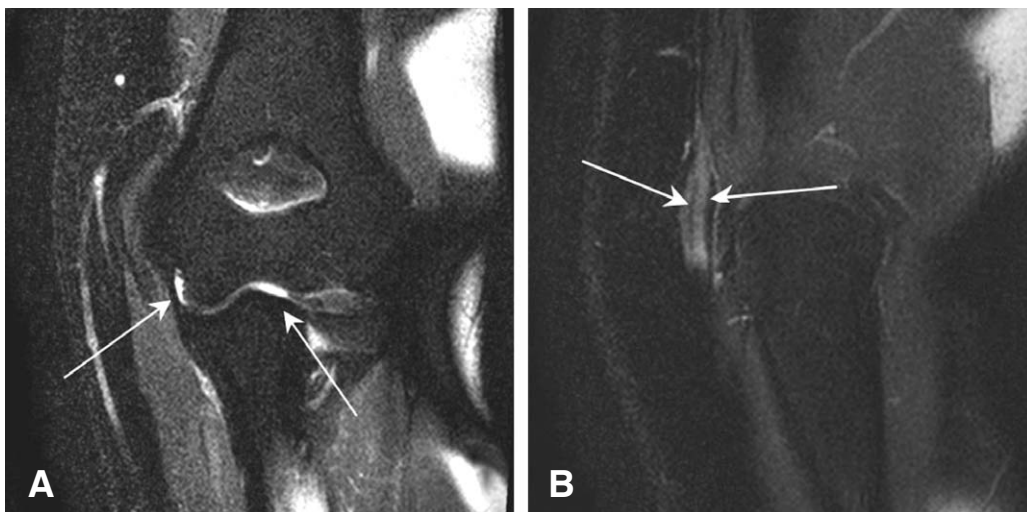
Magnetic resonance imaging findings (coronal view) of the left elbow: (A) Mild fluid collection and synovial enhancement (2 arrows) along the ulnotrochlear joint space. (B) T2 hyperintense signal and subtle enhancement (between the arrows) of the ulnar nerve along the cubital tunnel.
